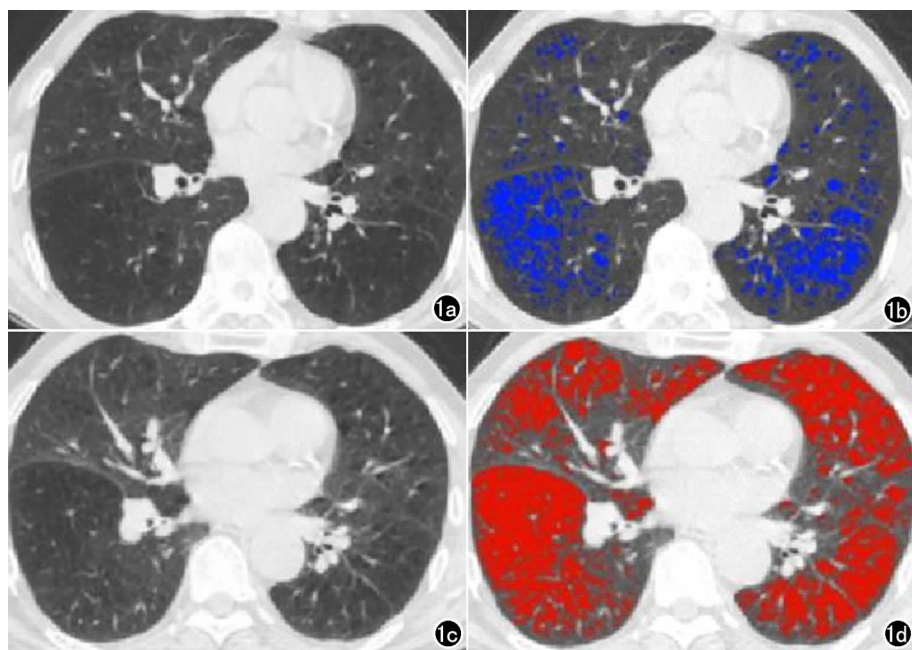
男,65 岁。a) 吸气相 CT 图示双侧肺气肿; b) 吸气相 CT 肺密度定量,蓝色区域为肺气肿; c) 呼气相 CT 图示双肺低密度区; d) 呼气相 CT 肺密度定量,红色区域为空气滞留。
